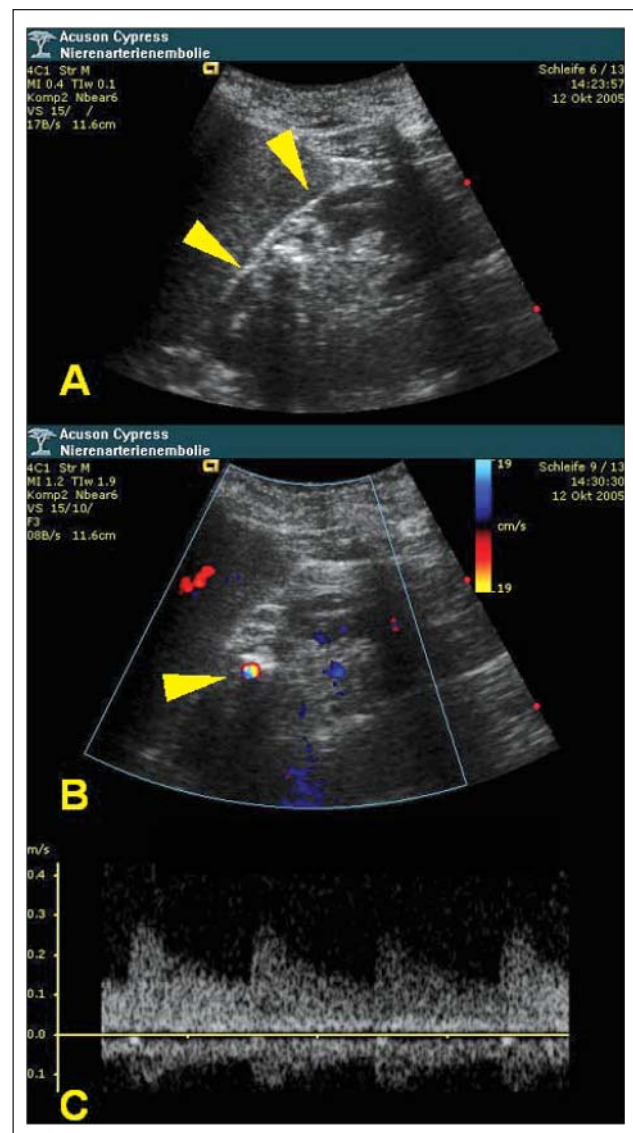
Darstellung der rechten Niere im Zustand nach Nierenarterienembolie vor einem Jahr (Acuson Cypress®, 4C1 Curved Array-Transducer; 4 MHz). Narbige Rindenatrophie der zentralen Segmente (Pfeilspitzen in A) mit Kelchkonkrement und Kalkschatten. Typisches Twinkling-Artefakt im Konkrementenschatten in der Farbdoppler-Darstellung als weiterer indirekter Hinweis auf Nephrolithiasis (Pfeilspitze in B). Regelrechtes Doppler-Profil aus den Aa. arcuatae des kranialen Nierenpols mit regelrechtem systolischem Anstieg und Resistance-Index um 0,5 (C). Nahezu identische Flußprofile konnten auch aus dem kaudalen Nierenpol abgeleitet werden (nicht dargestellt).
